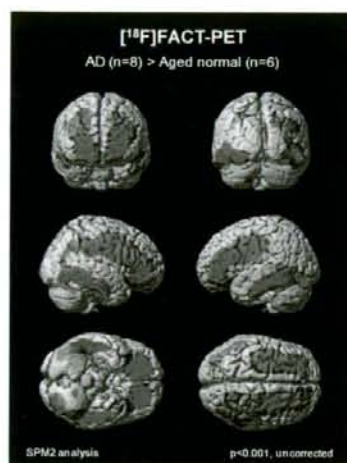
$^{18}\text{F}$ FACT PET 画像の SPM 解析
